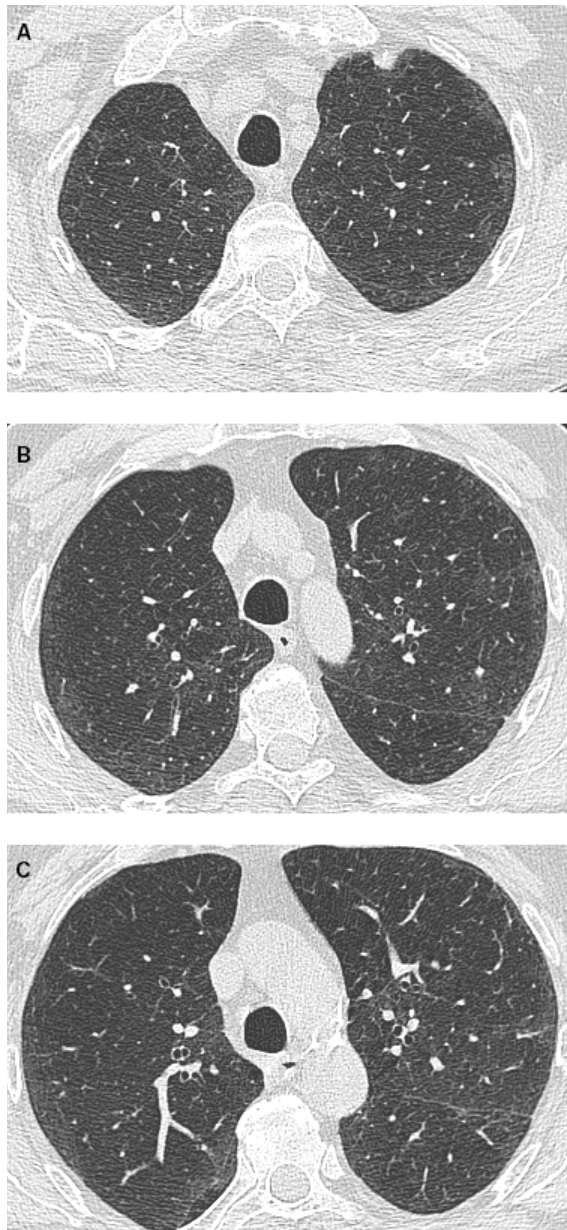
CT thorax après traitement: coupe à l'apex des lobes supérieurs (A), coupe à travers les lobes supérieurs (B) et coupe à la base des lobes supérieurs (C).
